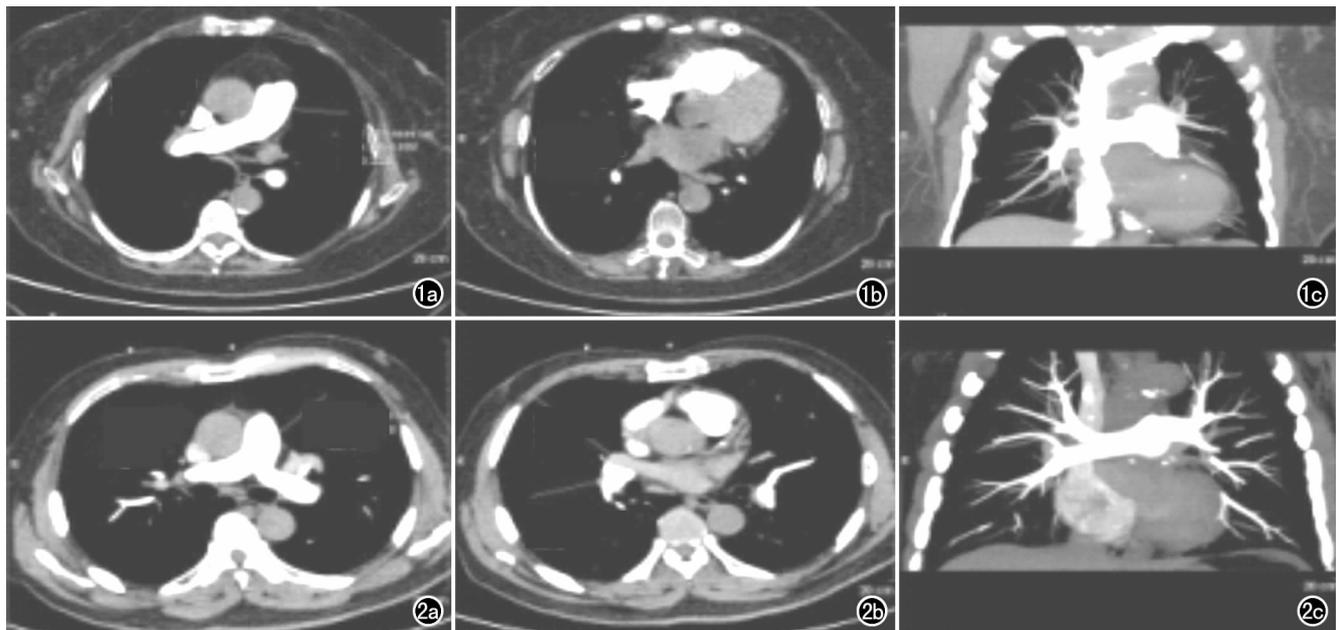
传统注射方法 CT 图像。a) 上腔静脉 CT 值 1548 HU,同层面肺动脉 CT 值 326 HU; b) 肺段动脉 CT 值 352 HU,同层静脉 80 HU; c) MIP 图像示上腔静脉影响肺动脉的显示。图 2 优化对比剂注射方案 CT 图像。a) 上腔静脉 CT 值 186 HU,同层面肺动脉 CT 值 320 HU; b) 肺段动脉 CT 值 360 HU,同层静脉 CT 值 109 HU; c) MIP 图像示上腔静脉对肺动脉不产生影响。
